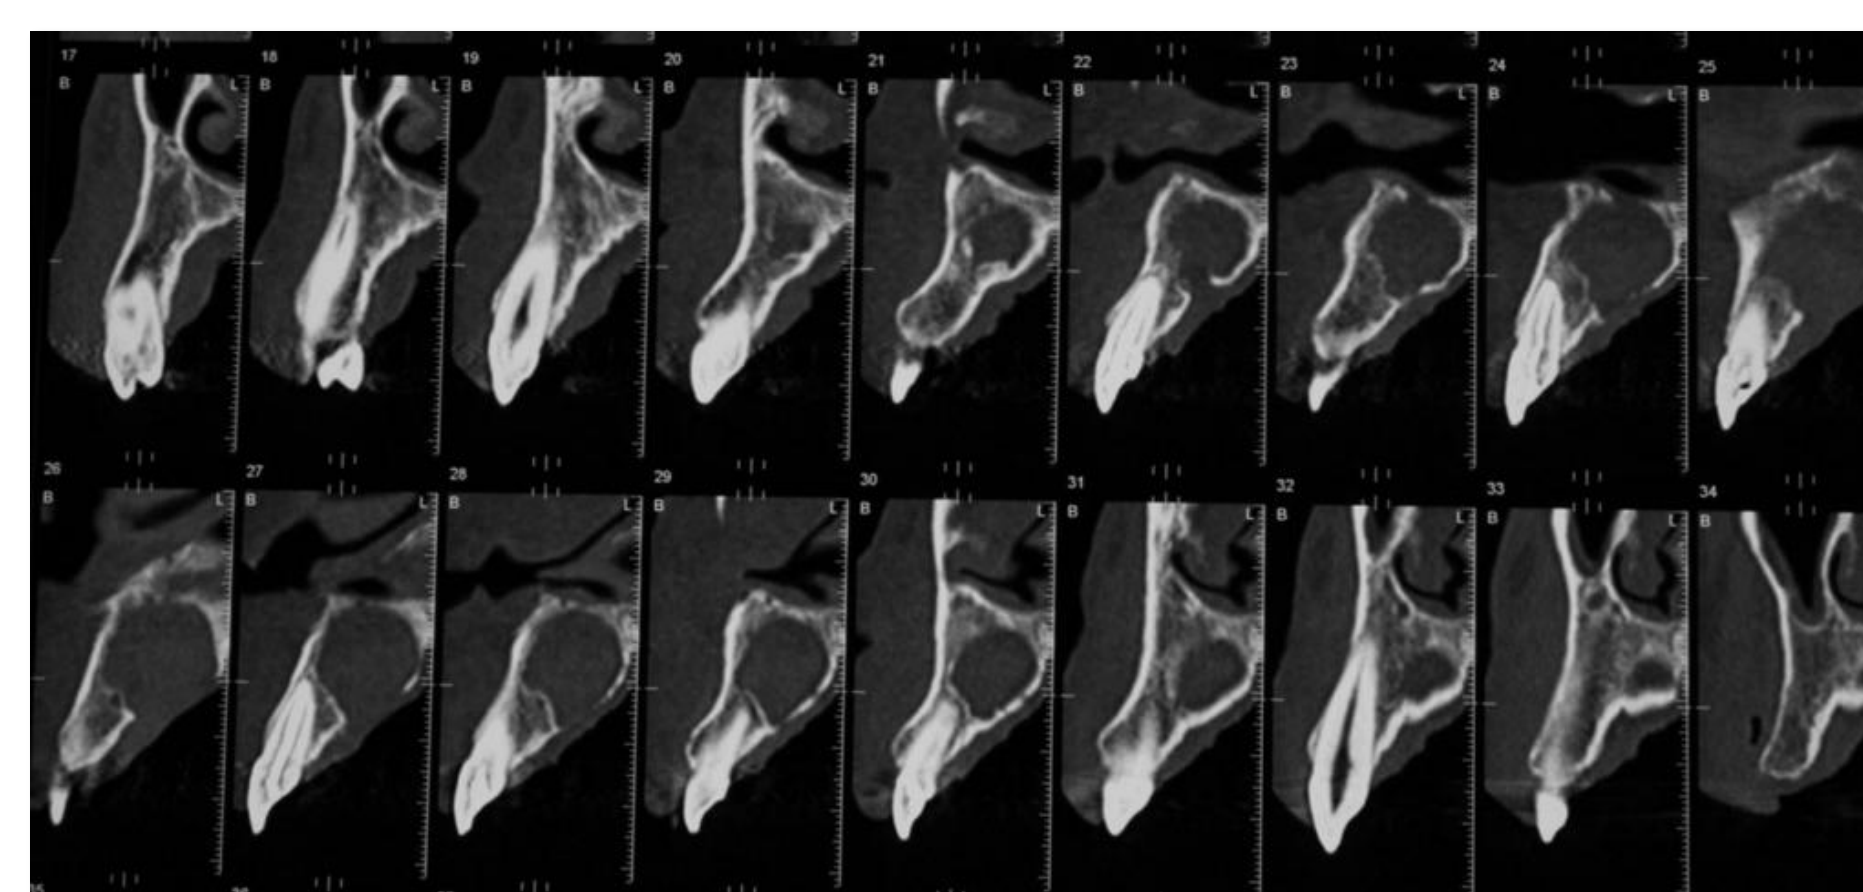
Tomografia axial computadorizada – cortes sagitais.
